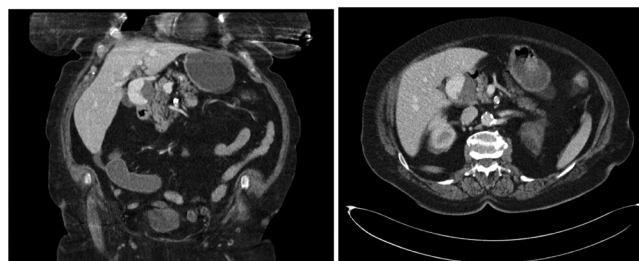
TC abdominal con contraste en fase arterial donde se aprecia aneurisma sacular de la arteria hepática con trombo mural excéntrico en su interior, visto en cortes coronales (imagen izquierda) y axiales (imagen derecha).
